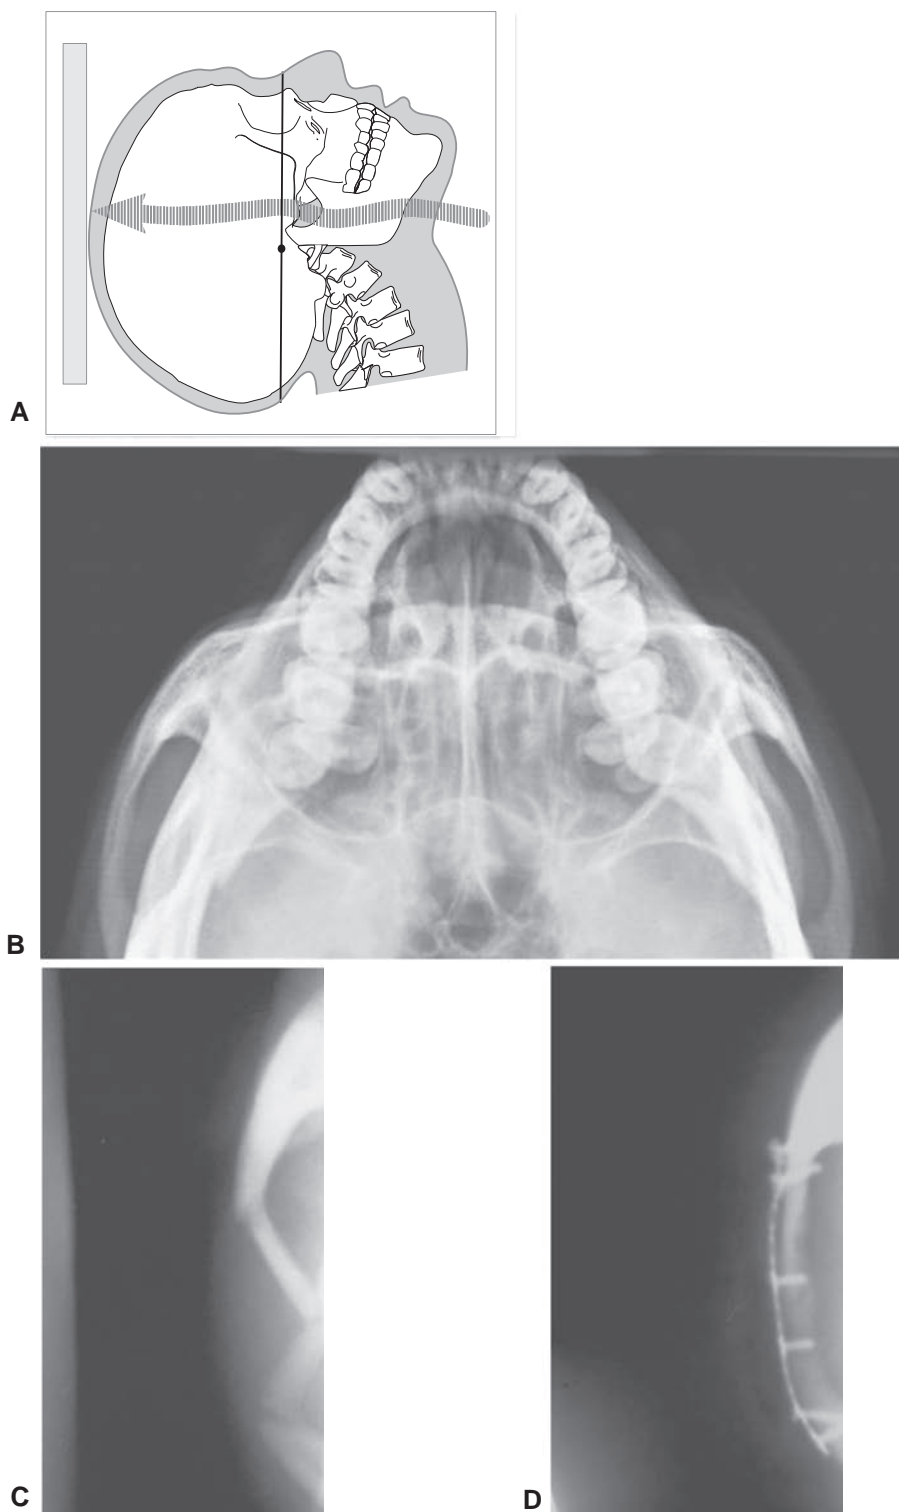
Posicionamiento necesario para tomar la proyección submentovértex (A). Se muestra una vista inferior del esqueleto facial, por lo que mandíbula, malares y arcos cigomáticos pueden ser valorados (B). Radiografía de arco cigomático fracturado (C) y posterior a la reducción y fijación de la fractura con una miniplaca y tornillos de titanio (D).
